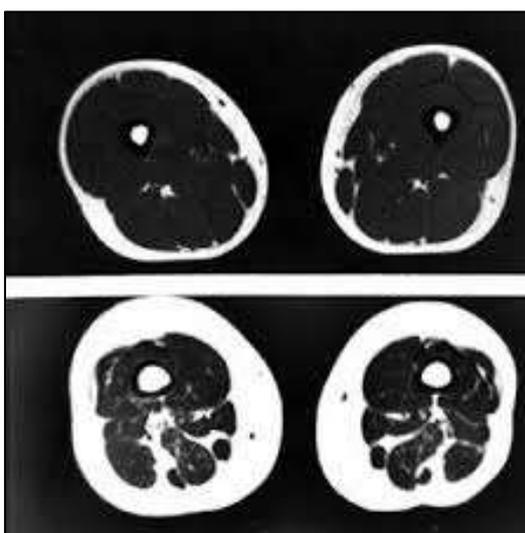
Corte de ressonância magnética da coxa de um adulto de 21 anos, fisicamente ativo (acima) e idoso de 63 anos, sedentário (abaixo). A massa muscular (cinza) está diminuída no idoso; a gordura (branco) subcutânea e intramuscular está aumentada. Extraído de Roubenoff (2000)
